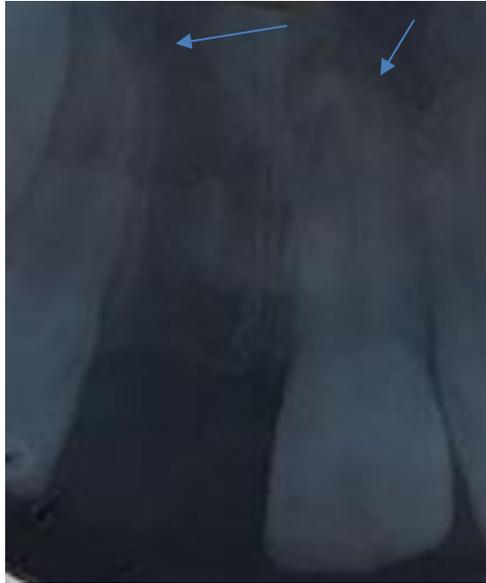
Radiografía periapical transcurrido dos años. Se aprecia la calcificación de los ápices de los incisivos laterales superiores y el incisivo central superior izquierdo sin daños en los tejidos periapicales.
